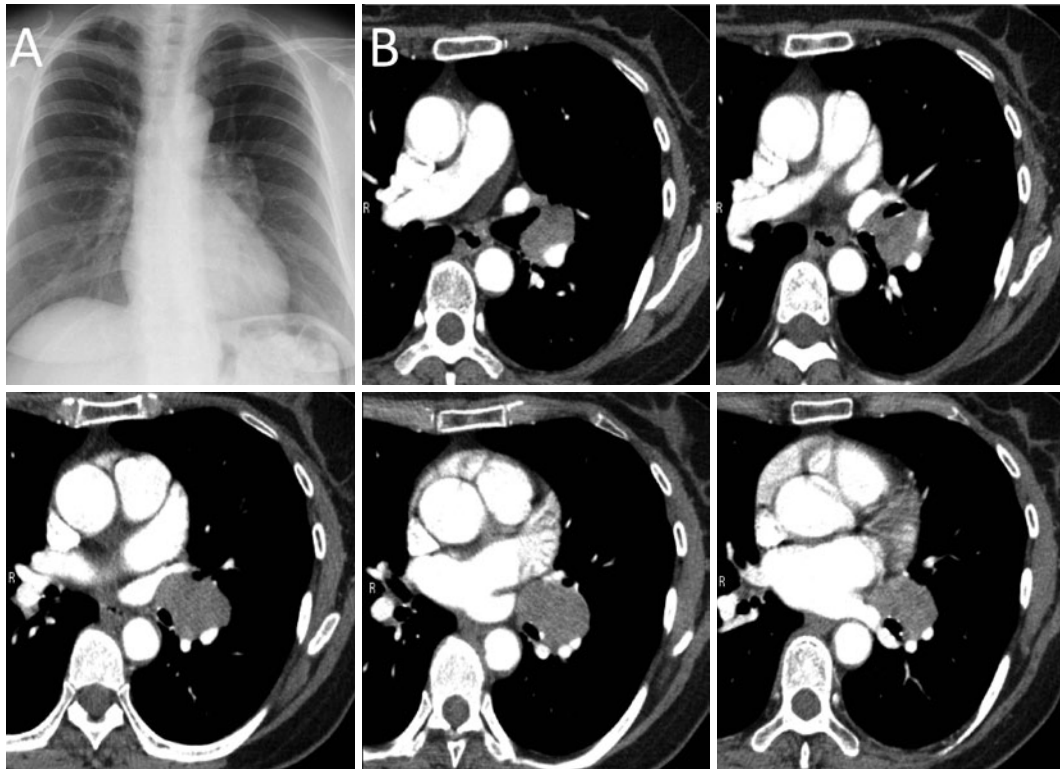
(A) Chest X-ray shows a tumor in the left hilum. (B) Chest CT shows a mass (30×30 mm) in the left hilum. The mass seemed to have invaded the pulmonary artery and vein.
